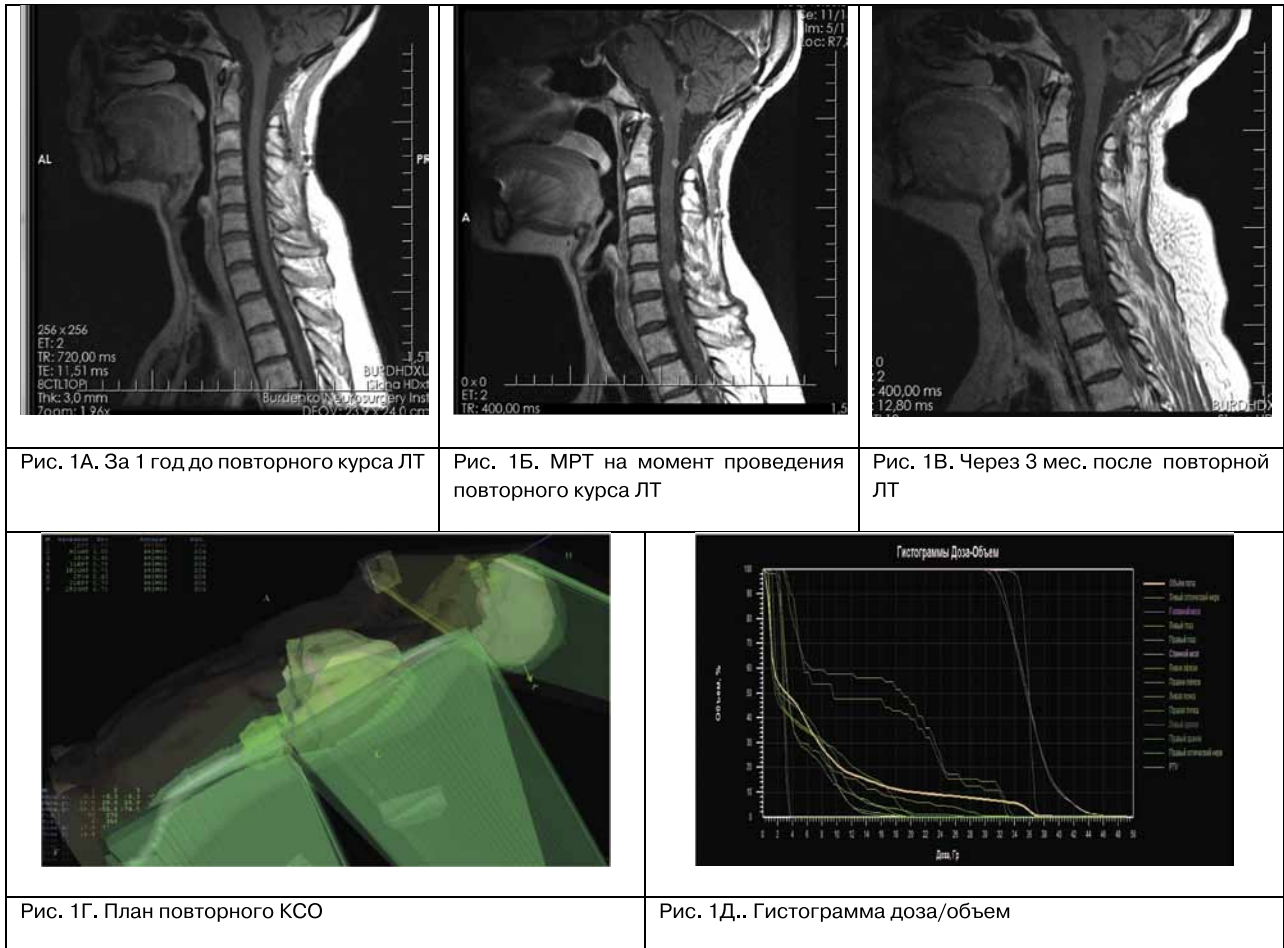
Пациентка П., 27 лет, МРТ T1 взвешенные изображения с к/у
